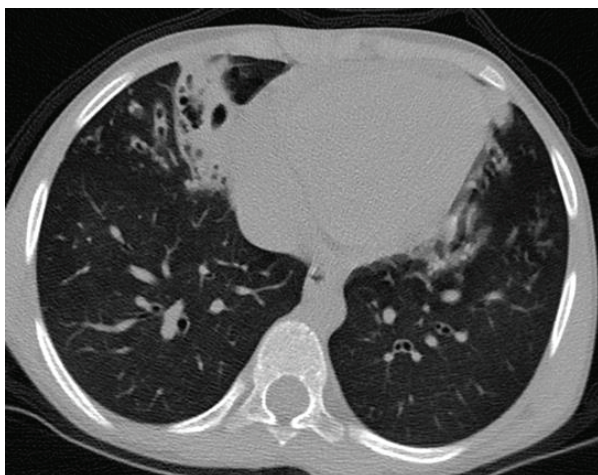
Parabrachial infiltration and bronchiectasis in right middle lobe and left lingual segment on HRCT of thorax.
